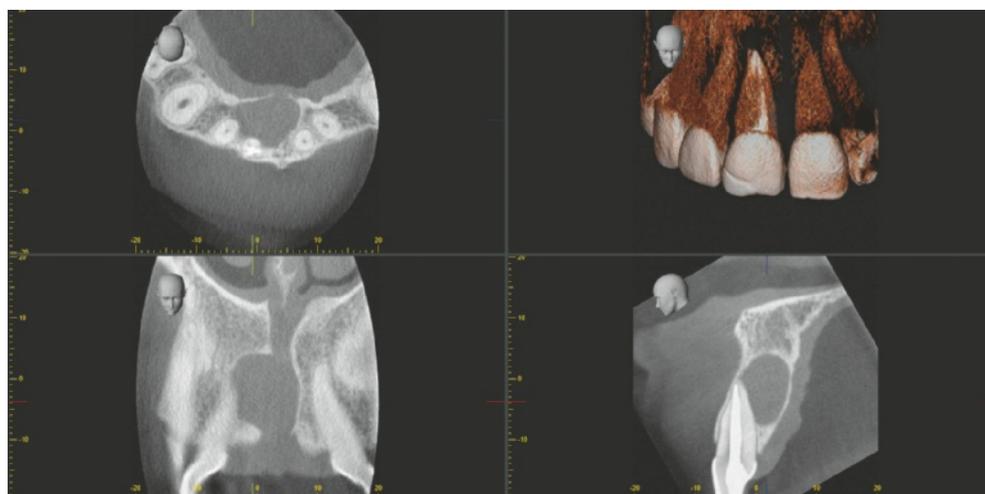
Digitale Volumentomografie (DVT): Es imponiert eine $12 \times 12 \times 8$ mm große Radioopazität palatinal des Apex 11. Die bukkale Wand des Alveolarfortsatzes ist durchgehend vorhanden.
